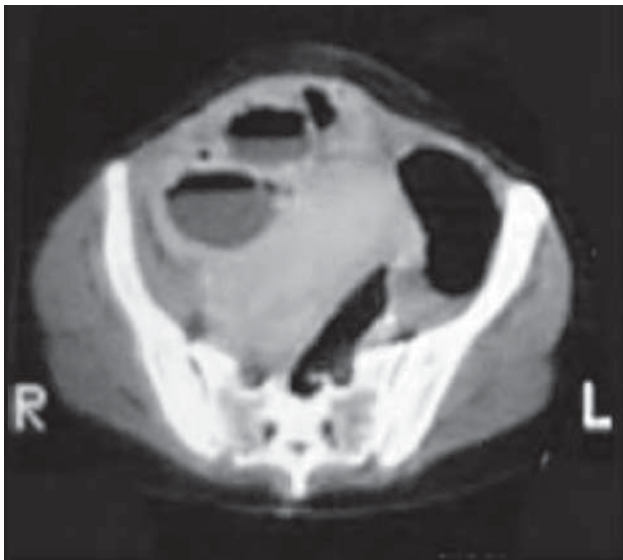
/16.- TAC de pelvis. Absceso periuterino.
